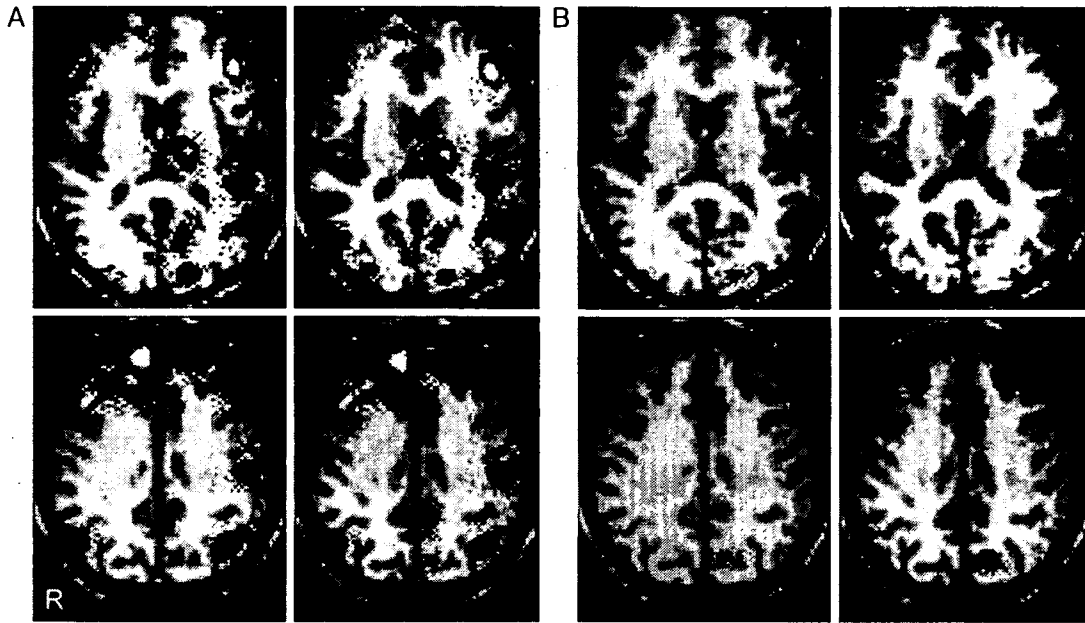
^{99m}Tc-ECD SPECT comparing with average blood flow in cerebellum. Longitudinal change in SPECT. A: 8th hospital day. B: 25th hospital day.
